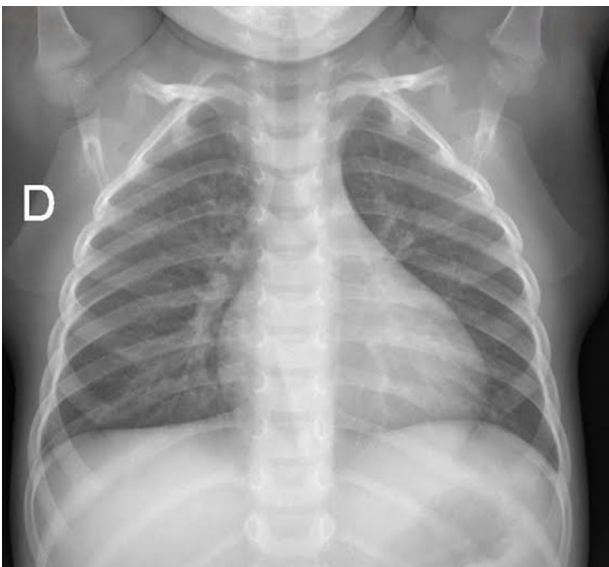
Radiografía de tórax con atelectasia resuelta.
